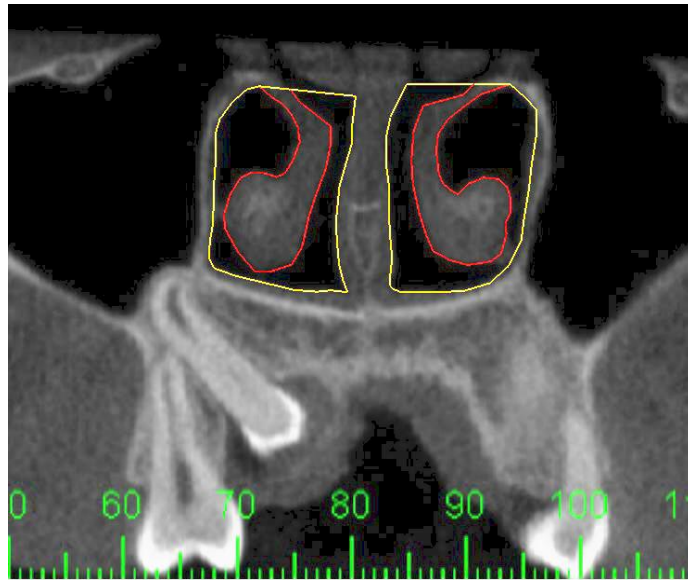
Cone beam coronal en el que se muestran delimitadas el área de la fosa nasal inferior (AFNi) y el área total del cornete inferior (ATCi). Línea amarilla: límites del AFNi, línea roja: límites del ATCi.
